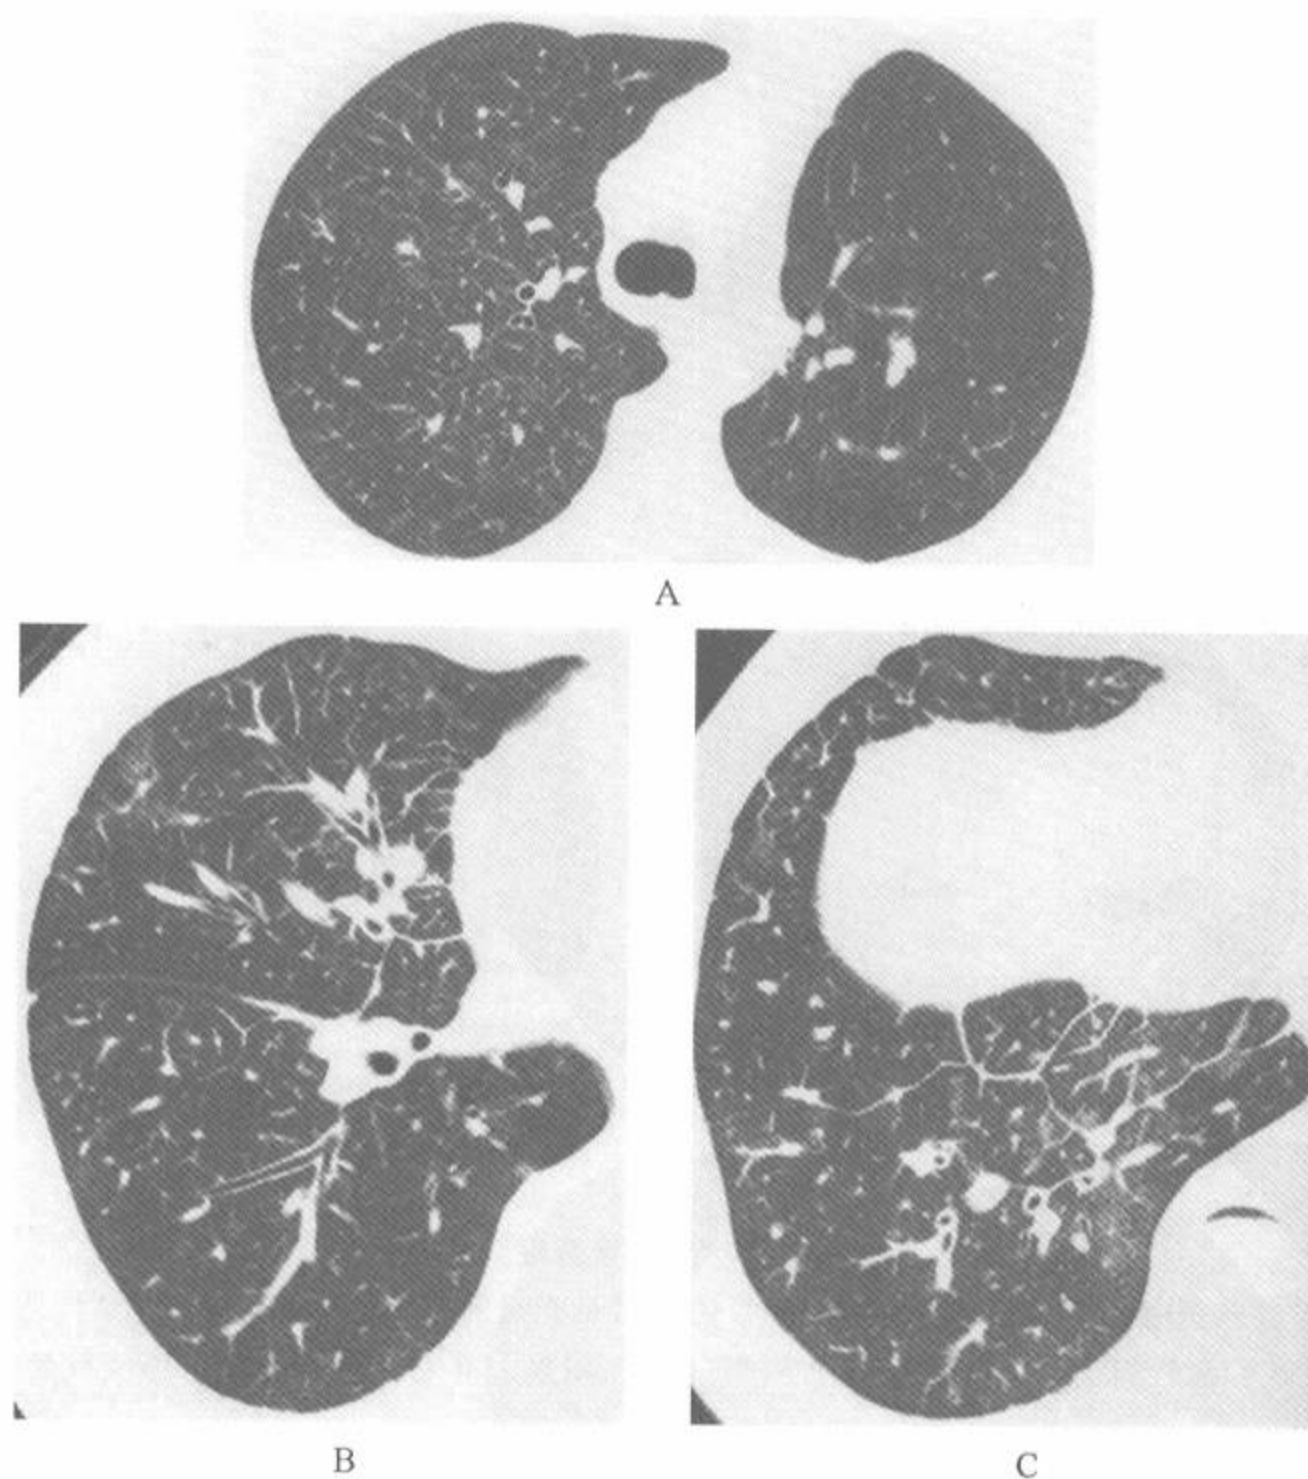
因肺癌做左肺部分切除术后病例的 3 个不同层面的 HRCT
